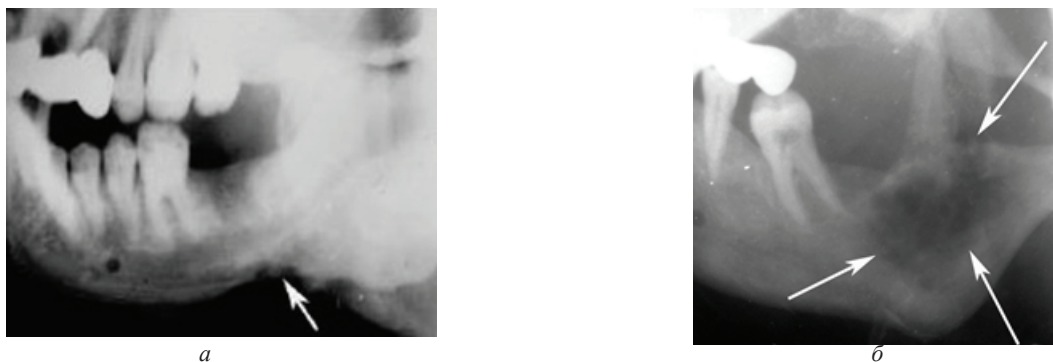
Рентгенограмма больного с первичным раком нижней челюсти. Опухоль указана стрелкой
